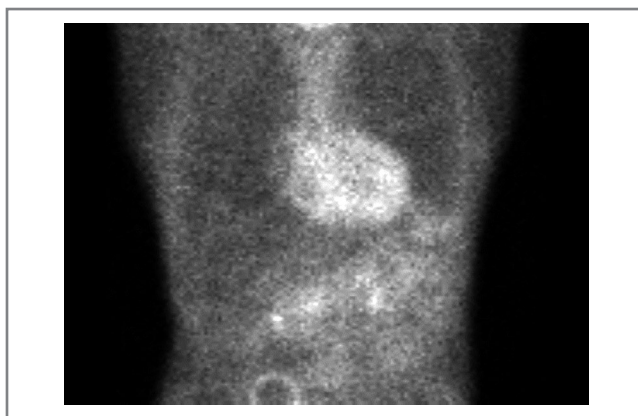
Сцинтиграфия миокарда с пирофосфатом технеция (^{99m}Tc -PYP).
